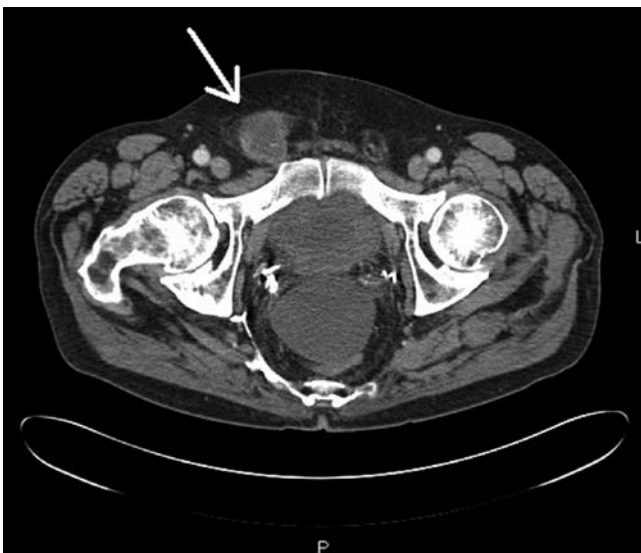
Tomografía computarizada que muestra una gran hernia inguinal derecha (flecha). También se observa una pequeña hernia inguinal izquierda.
